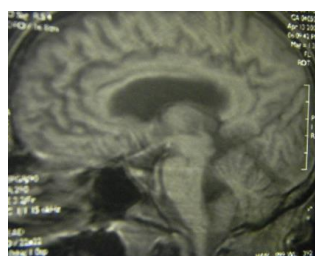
Lacune protubérantielle de 8 mm, et Hyper signaux T2 des territoires sylvians profonds et protubérantiels : IRM réalisé à Cochin -St Vincent de Paul (Paris).
